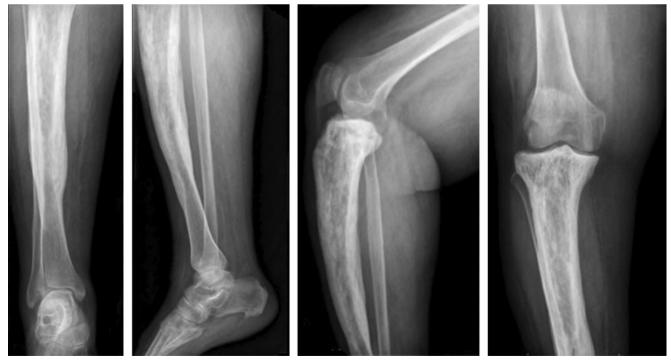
Radiografías de la tibia derecha: afectación de los dos tercios proximales de la diáfisis y metáfisis y epífisis proximales de la tibia, con engrosamiento cortical difuso, trabeculación grosera y lesiones esclerosas, hallazgos compatibles con enfermedad de Paget; existe incurvación lateral y anterior de la tibia y aumento del tamaño tibial; no se aprecian fracturas.
